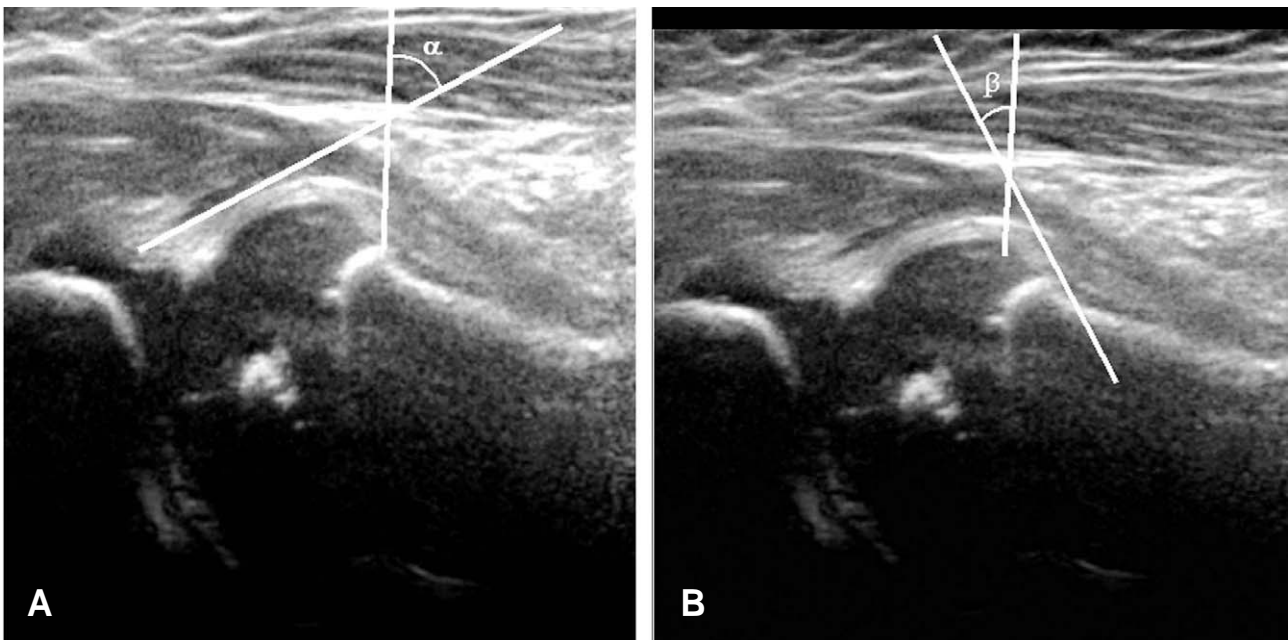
With sagittal ultrasound image of pediatric hip, dysplastic hip can be classified. (A) α angle is an angle between the outer wall of ilium and bony roof line (a line drawn from bony acetabular margin and lower end of ilium). (B) β angle is an angle between the outer wall of ilium and cartilage roof line (a line drawn from bony acetabular margin and center of acetabular labrum).
